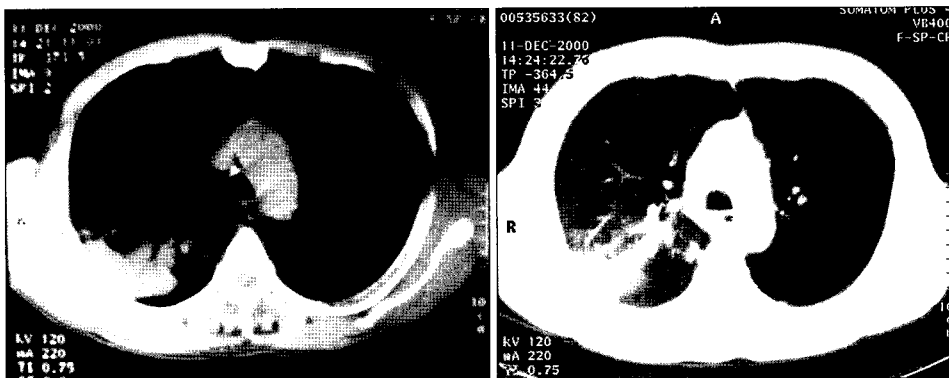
The pre-operative chest CT shows the emphysematous change of the entire left lung and revealed the consolidation & mild endobronchial stenosis below the right upper lobe bronchus and the right lower paratracheal lymph node is enlarged.
